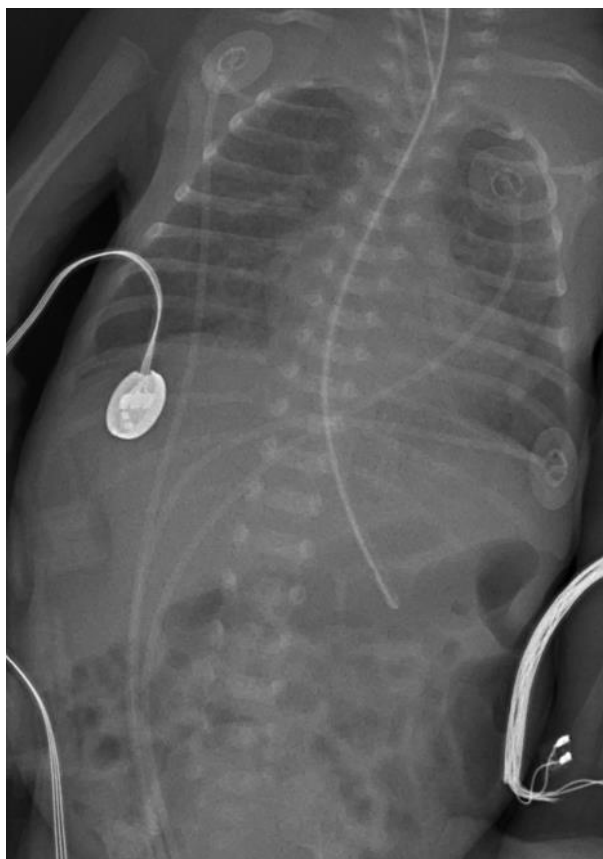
Тот же пациент Д. (И/б №73600/A20) через 3 суток. Микрофокусная рентгенограмма. Выявляется усиление легочного рисунка за счет формирования интерстициальных фиброзных изменений; кишка более пневматизированна
